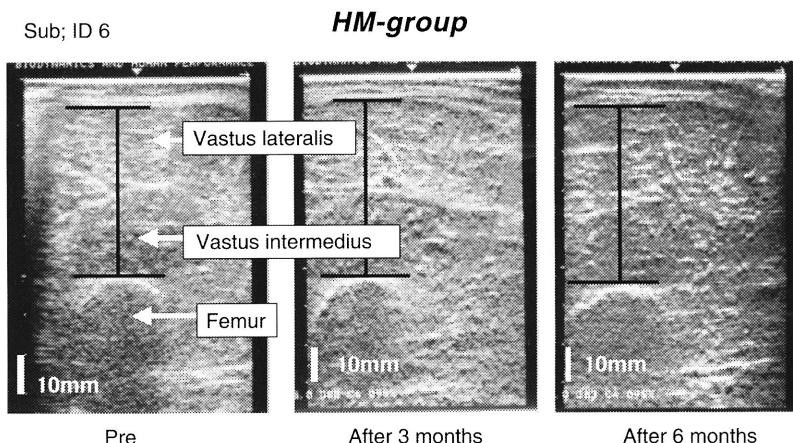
Ultrasonic imaging of the transverse section of the femoral muscle was conducted by the ultrasonic B-mode method (Echo Camera SSD-650CL from ALOKA) at 5 MHz.
